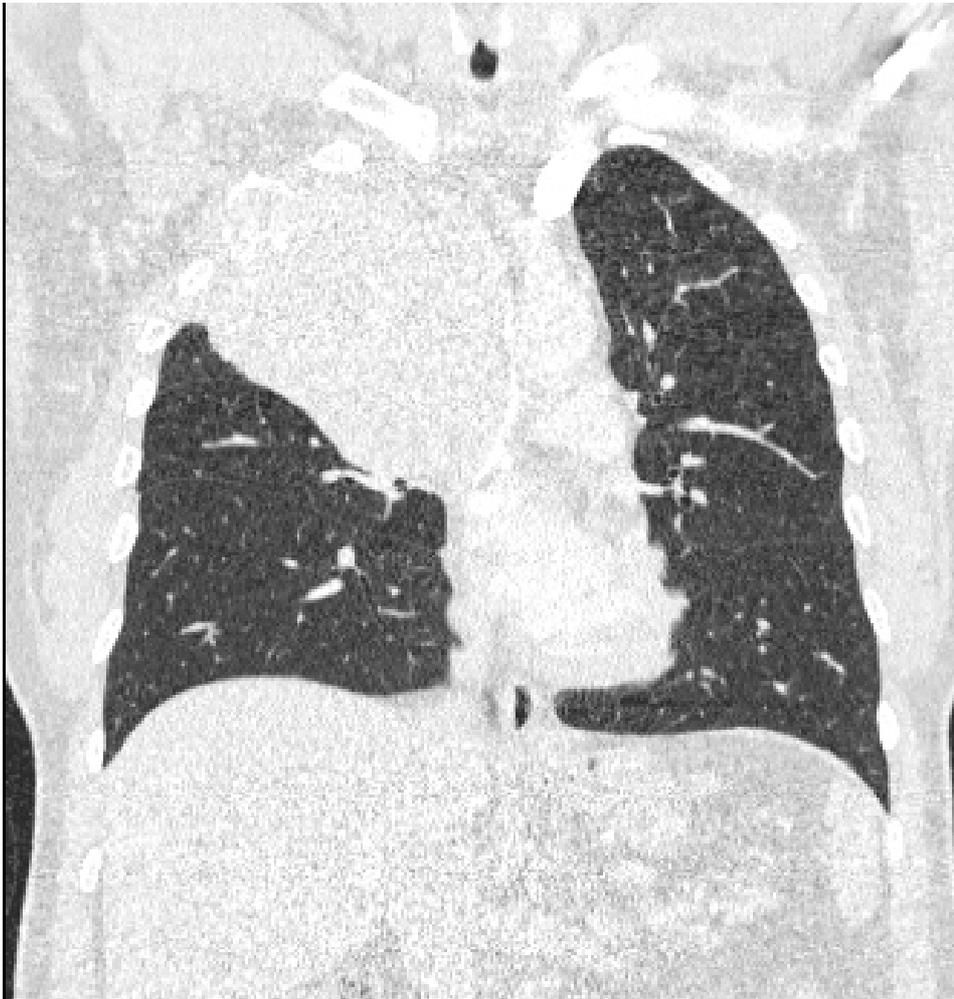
tomografia computadorizada com contraste, imagem coronal em janela pulmonar, mostrando que o epicentro da lesão é no lobo superior do pulmão direito, apesar de se tratar de uma lesão extrapulmonar
